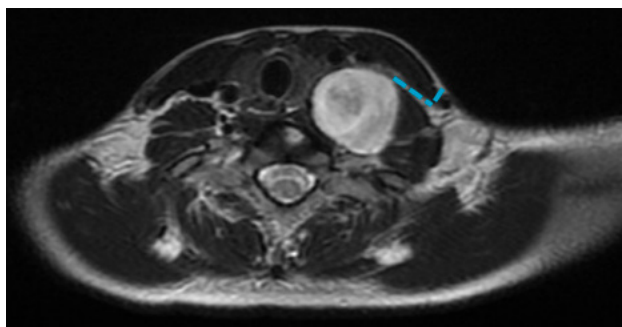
Abordaje retro Esternocleidomastoideo que no fue utilizado (línea de puntos en corte axial de resonancia).
